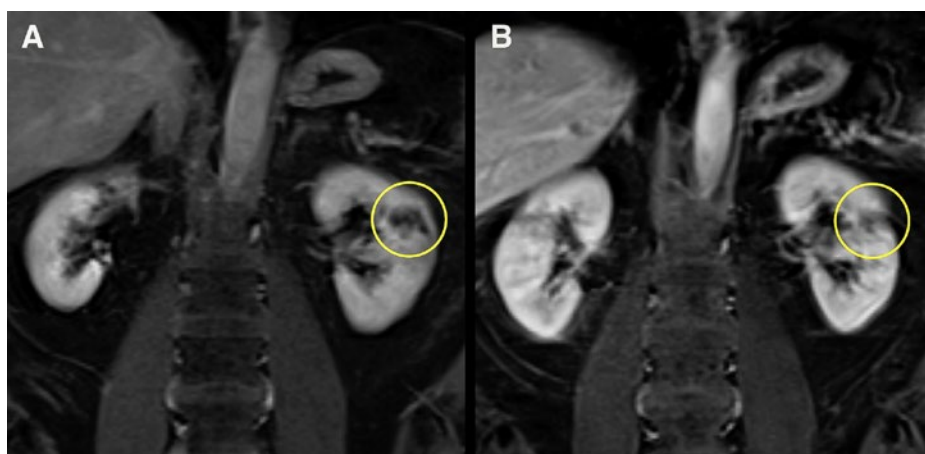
Magnetresonanztomogramm (MRT), Koronarschnitte. A) Drei Tage nach der Abdomen-Computertomographie (Abb. 1B) wurde zur weiteren Abklärung des Befunds ein MRT der Nieren angefertigt. Der Nierenparenchyembefund stellte sich mit einem schmalen Saum über dem Defekt dar. Die perirenale Umgebung zeigte kein pathologisches Enhancement, keine Flüssigkeit oder Hinweise auf pathologische Lymphknoten. Der Befund wurde als Niereninfarkt interpretiert. B) In einer Verlaufskontrolle zwei Monate später war der Parenchymdefekt der linken Niere deutlich rückläufig, was zu einer Narbenbildung nach einem Niereninfarkt passte.
